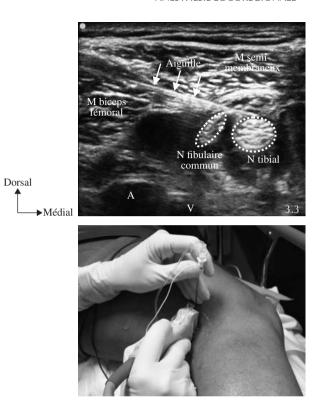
Bloc du nerf sciatique poplité sous échographie. Aspect après injection de l'AL et trajet de l'aiguille. N: nerf; M: muscle, A et V: artère et veine poplitées.
